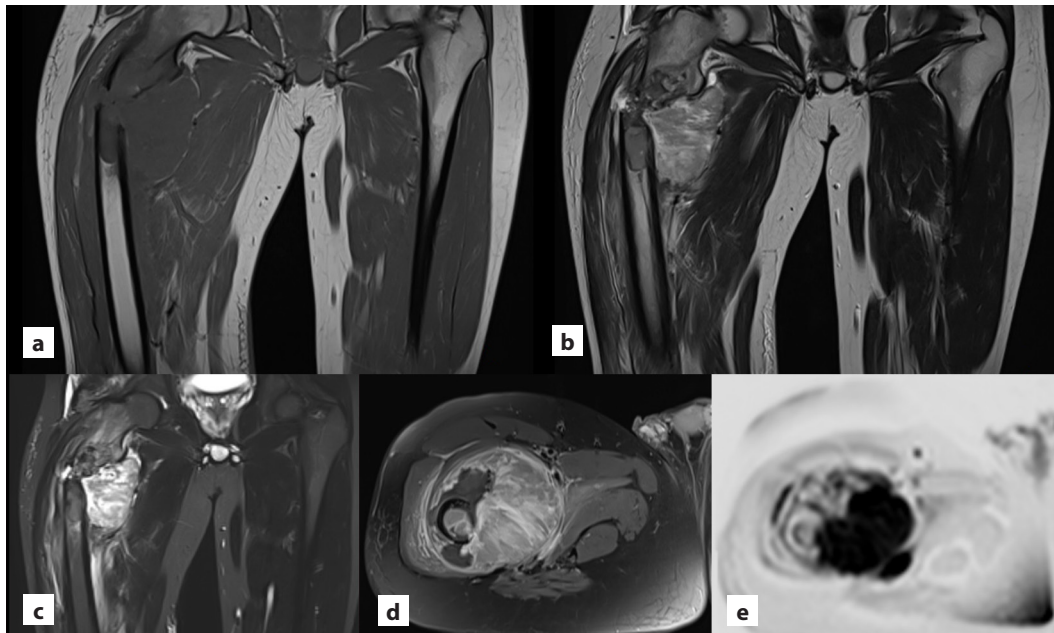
Resonancia magnética de muslo derecho. a. Secuencia T1. b. Secuencia T2. c. Secuencia STIR. d. Secuencia T1 posgadolinio. e. Secuencia de difusión
